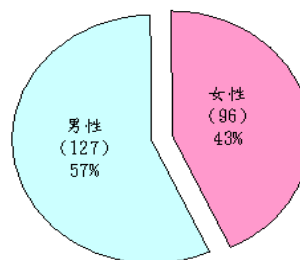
223 個 CT 案例在性別上的分佈
